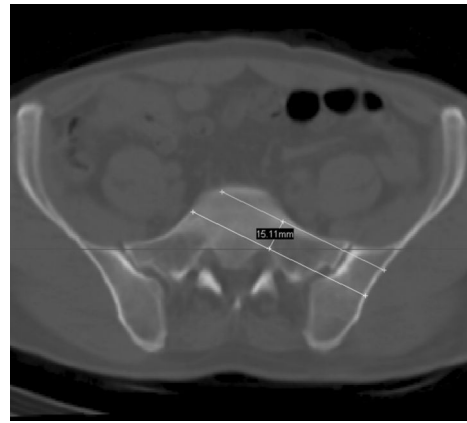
45 岁男性患者的轴向 CT 扫描图像显示双侧 ICD 连线与双侧 SNRT 前缘相切,因此其无平向“安全通道”,而仅有斜向“安全通道”。ICD: 髂骨皮质密度线;SNRT: 骶神经根管
